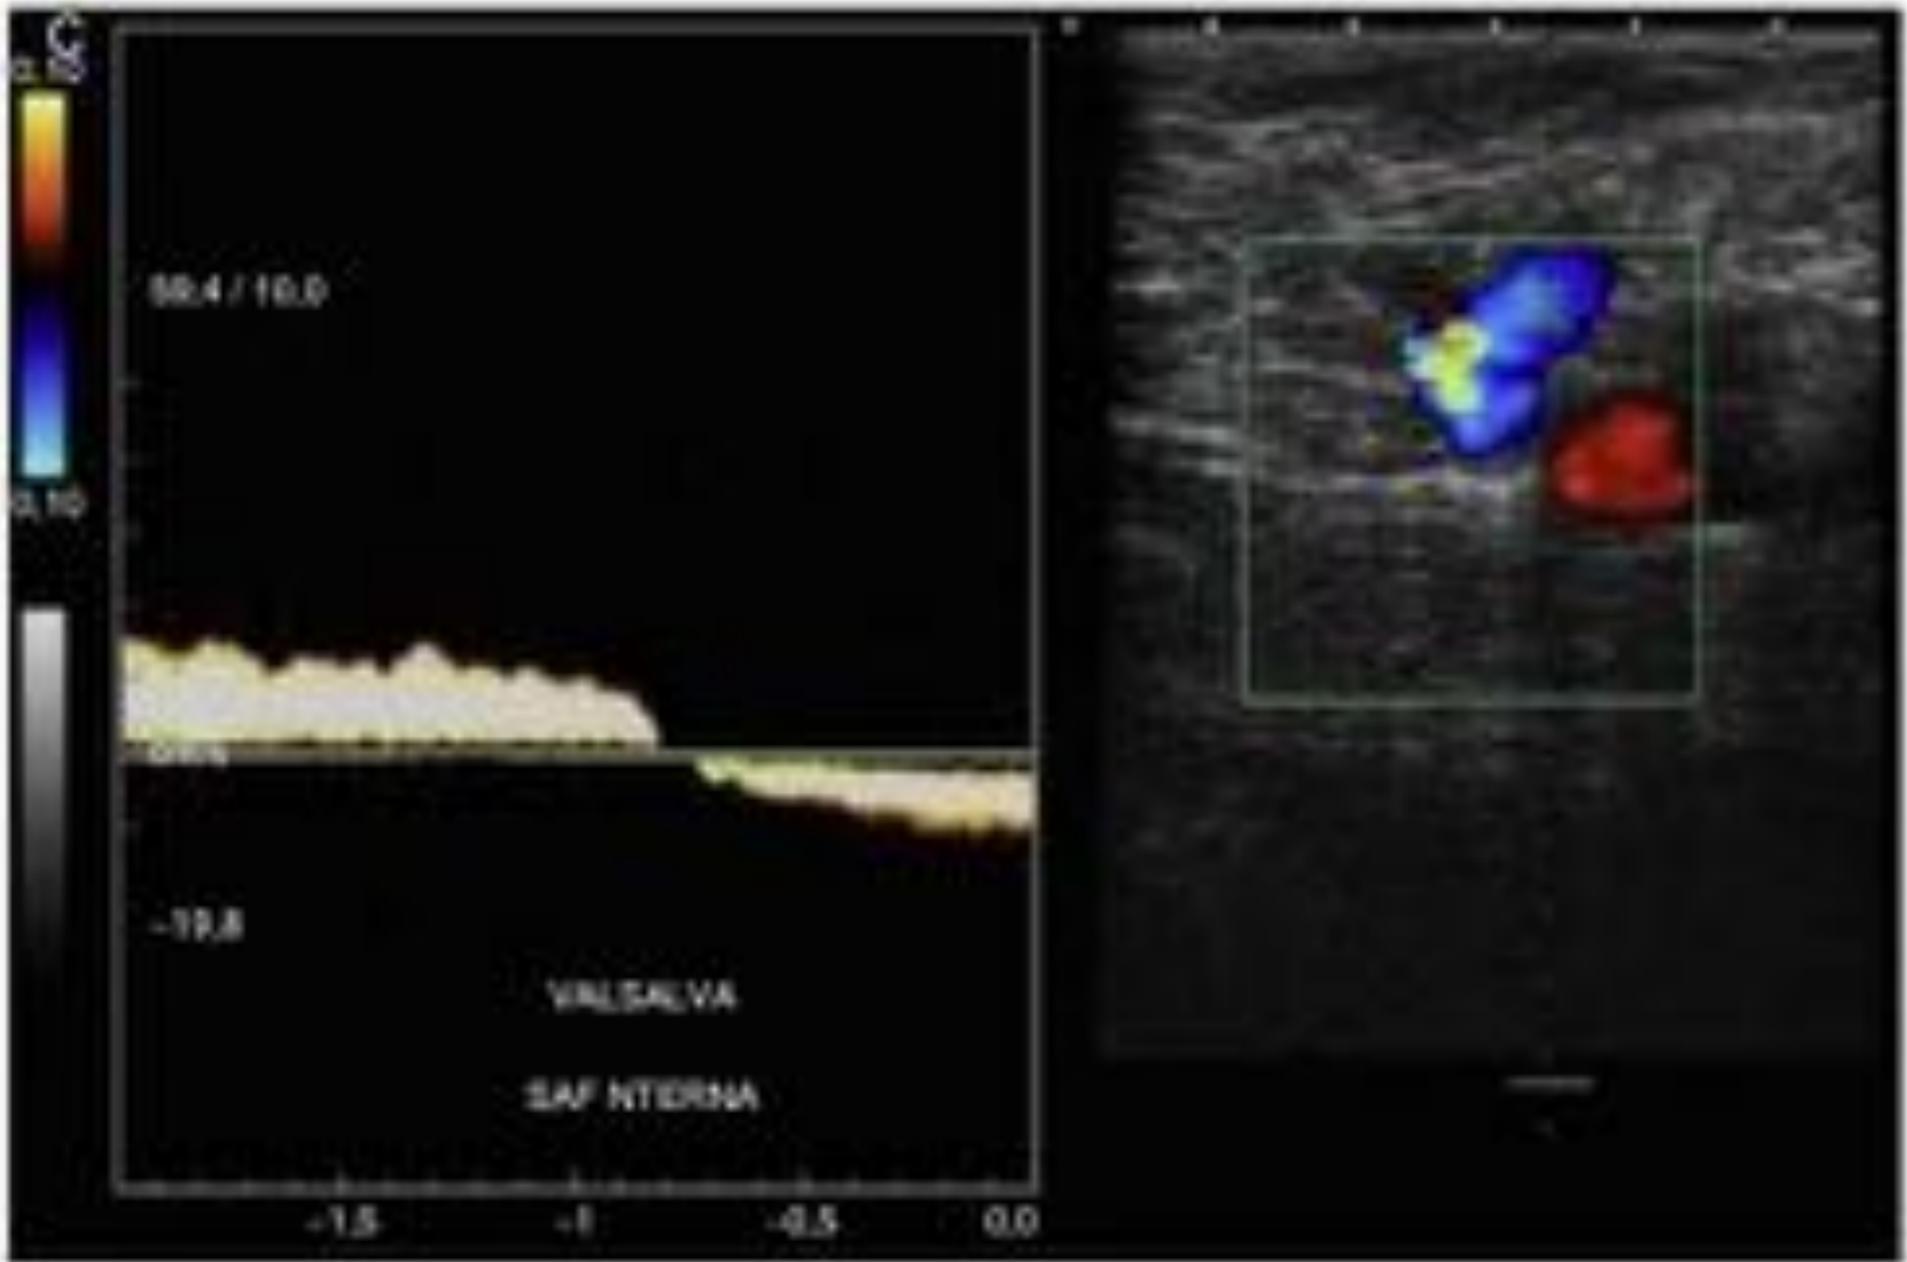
Ecografía en modo Doppler espectral y color de extremidad inferior. A) Inversión del flujo de sangre fisiológico durante más de 0,5 segundos. B) Inversión del Doppler color de la VSE.
